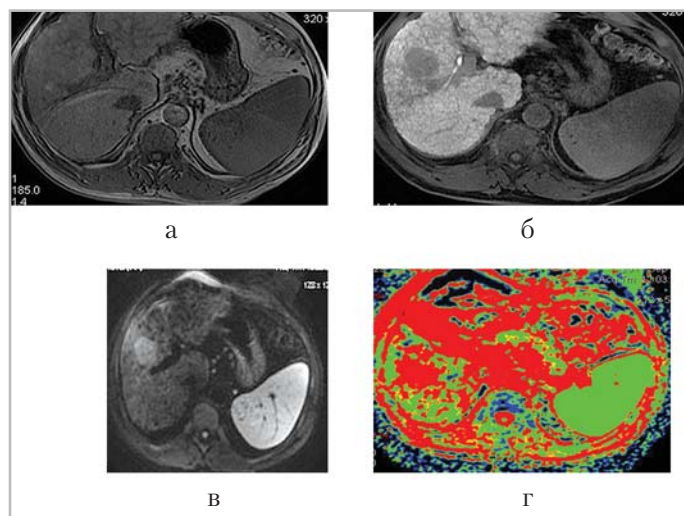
Магнитно-резонансные томограммы печени в аксиальной проекции. ГЦК на фоне узлового атрофического цирроза печени. Мелкоузловая цирротическая структура паренхимы печени с атрофией медиального сегмента левой доли на T1 ВН ASSET (а). Очаговое образование в 5-м сегменте во время специфической печеночной фазы LAVA 20 мин ВН FSSET (б). Четкие очертания высокоинтенсивного очага на ДВИ (в). На ИКД-карте в проекции очага дифференцируется размытая зона изменения сигнала (г)
